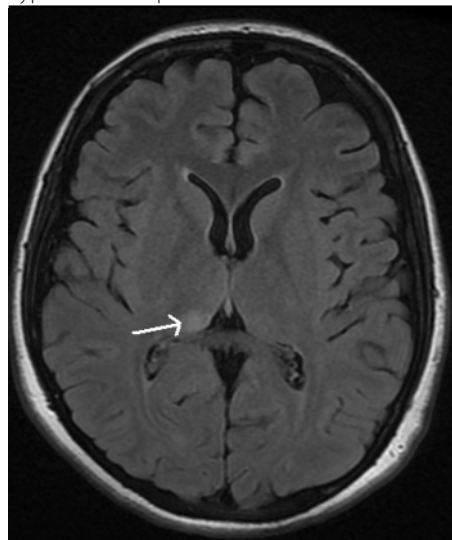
MRI mozku s restrikcí difuze v capsula externa a pravém talamu
